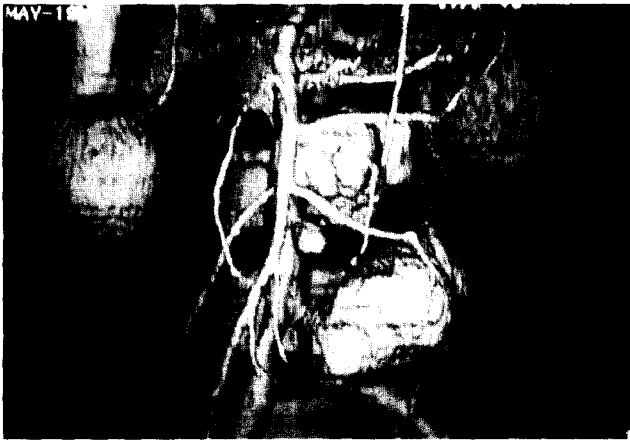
Previous abdominal CT showing pseudoaneurysm on abdominal aorta and left common iliac artery.
